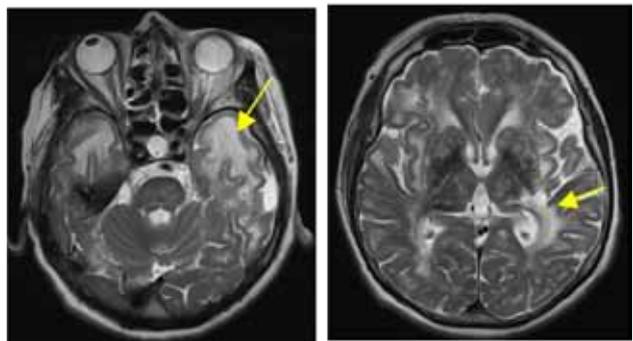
Images IRM cérébrale T2 TSE
